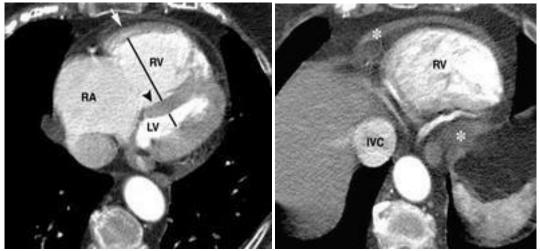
СКТ-картина при хронической постэмболической лёгочной гипертензии
